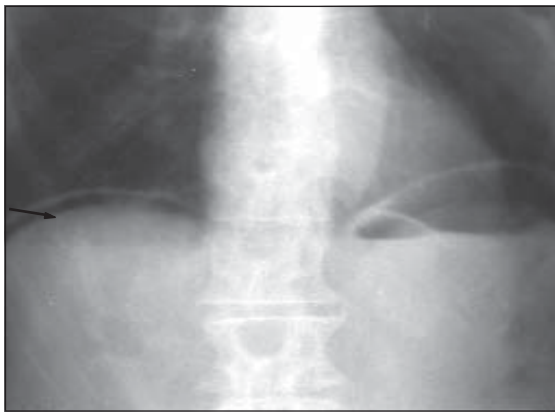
Хворий С., 42 роки. Оглядова рентгенограма черевної порожнини, серпоподібна смужка газу під правим склепінням діафрагми.
